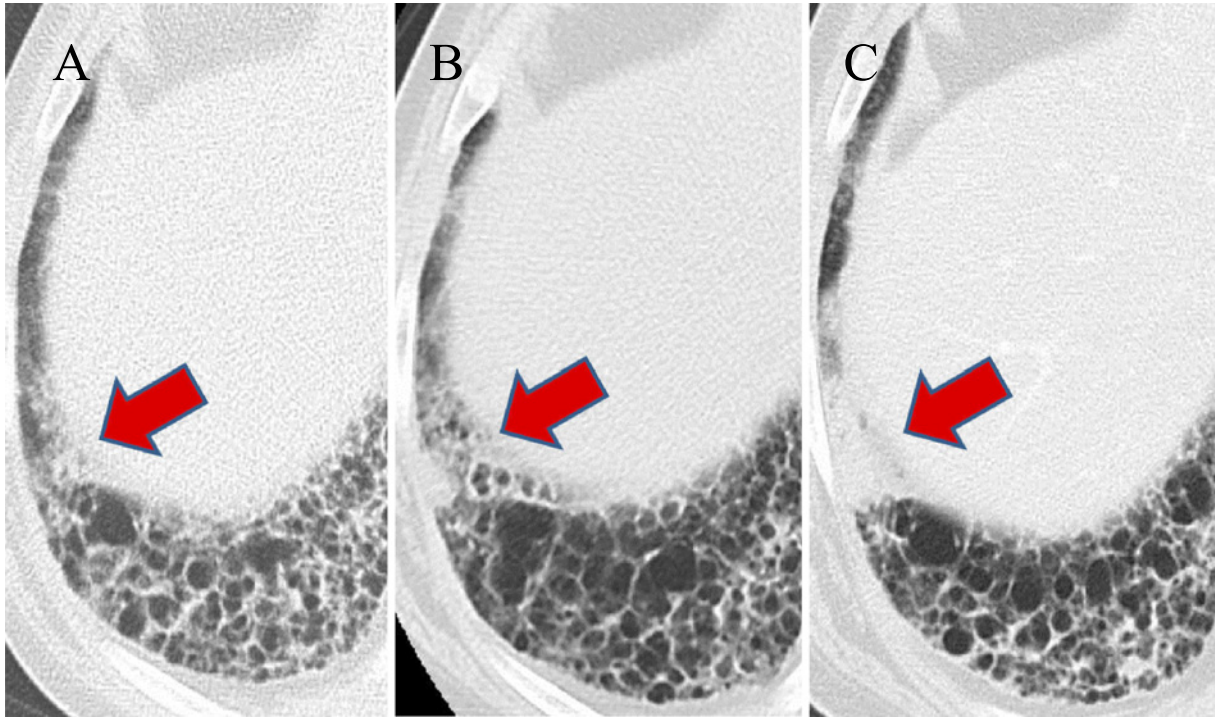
A-C) High-resolution CT images show the growth of a nodule in the honeycomb-like tissue in the right lower lobe (arrows, A: December 2012, B: February 2013, C: June 2013).
